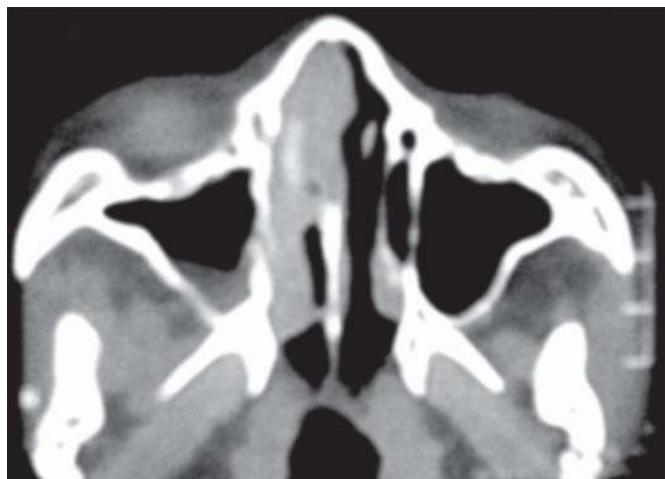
TAC de senos paranasales que muestra proptosis de ojo derecho, necrosis de septum nasal, infiltrado de seno etmoidal y maxilar derecho.
